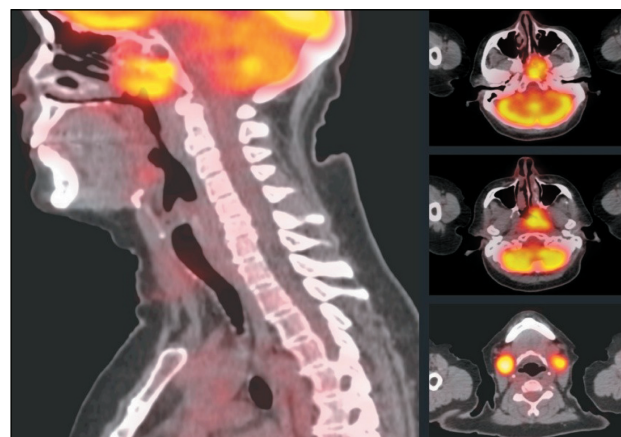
Компьютерная томография головы и шеи. Визуализируются метаболически активные очаги в носоглотке, лимфоузлах шеи
